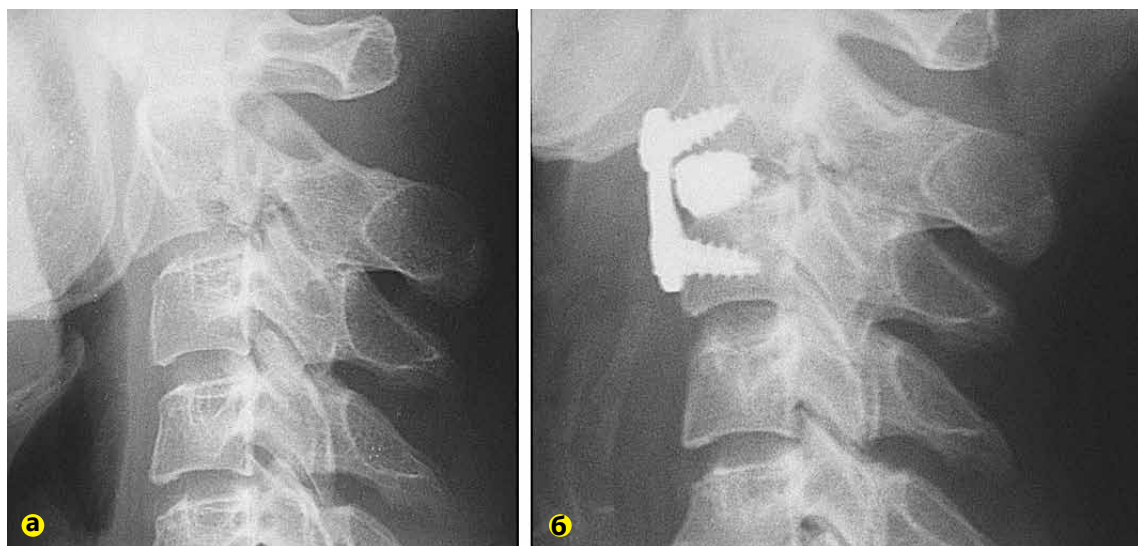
Фото рентгенограмм больного К., 29 лет, с переломом ножек C_2 позвонка, разрывом диска C_2 - C_3 : а – до операции; б – через 20 суток после переднего комбинированного спондилод.
